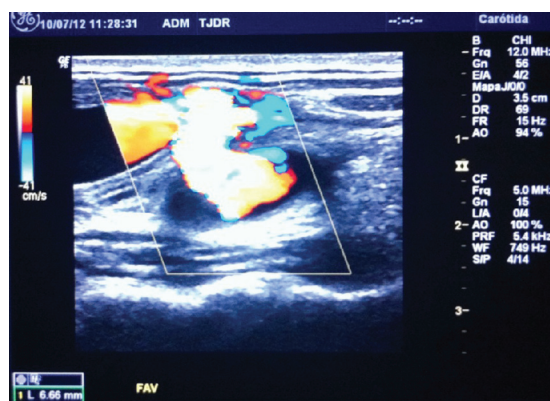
Eco-Doppler colorido demonstrando fístula arteriovenosa entre artéria carótida comum e veia jugular interna esquerda.
